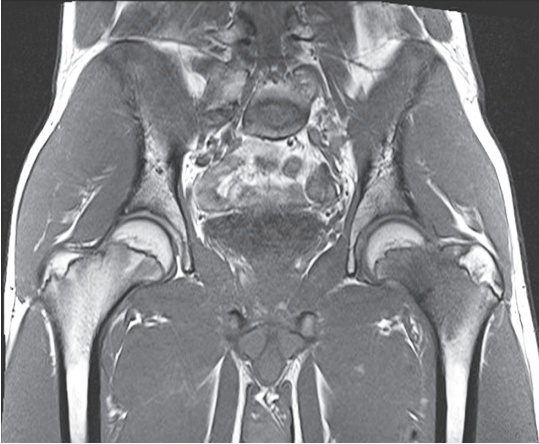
発症2週 股関節単純MRI, T1強調正面像
